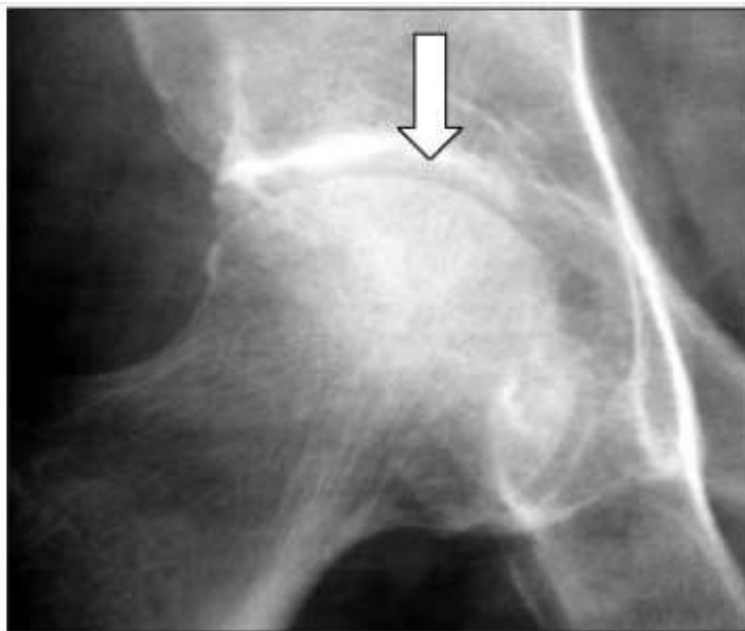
Рентгенограмма тазобедренного сустава в прямой проекции. Умеренное сужение суставной щели в верхнемедиальном отделе (стрелка)
